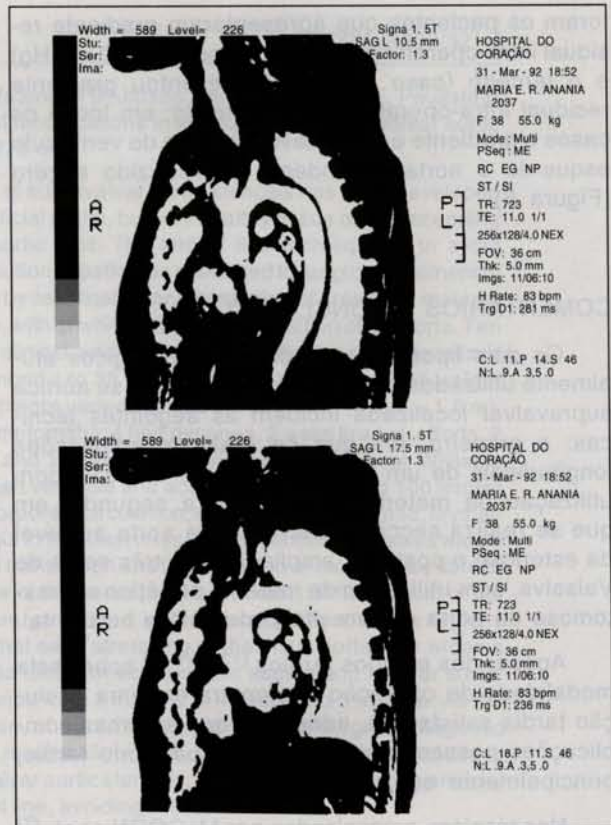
Ressonância nuclear magnética pós-operatória.
